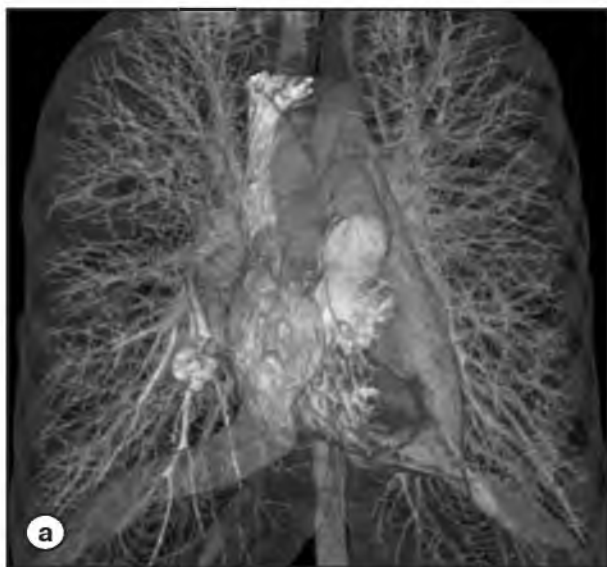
Трехмерная реконструкция мультиспиральной компьютерной томографии с контрастным усилением. а – визуализируются афферентные и дренирующие сосуды; б – полость аневризмы
